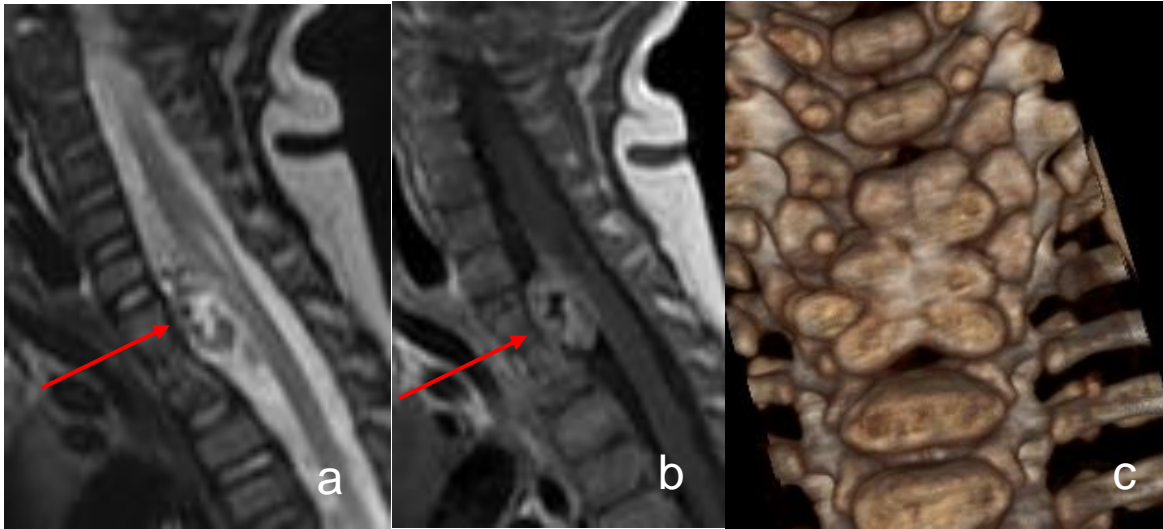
IRM médullaire en coupes sagittales en pondération T2 (a) et T1 après injection de gadolinium (b) néonatale sous AG démontrant une masse kystique intradurale prémédullaire (flèche rouge), associée à un bloc vertébral C7-T2 en scanner avec reconstructions VRT (c).
